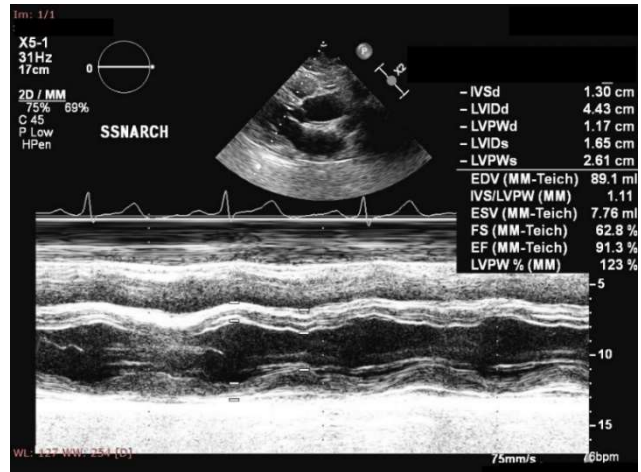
Ecocardiografie în Modul M a aceluiași pacient arătând dimensiunile camerelor și pereților cardiaci.
